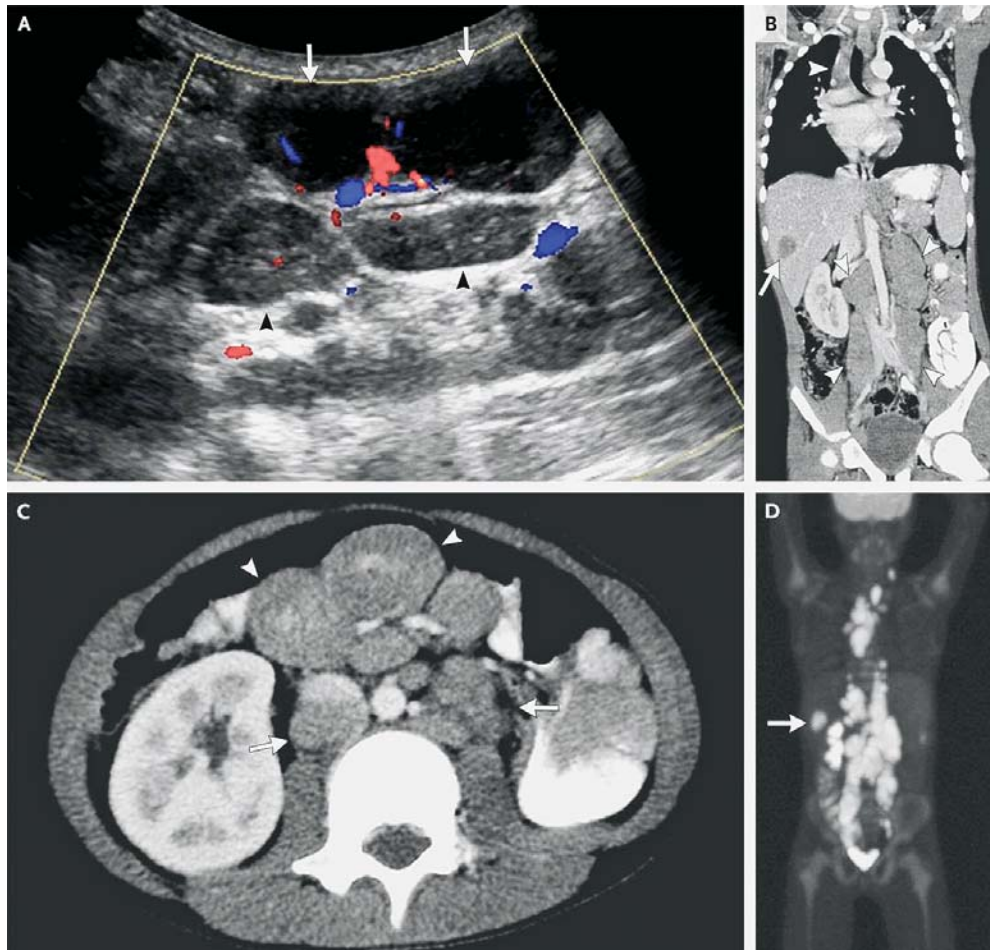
УЗИ и КТ, выполненные до начала лечения.
